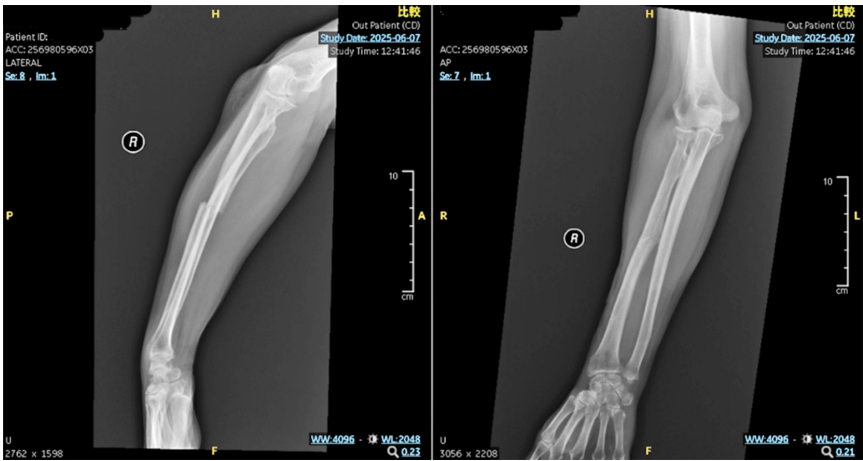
2025/06/07 right forearm A-P+Lateral View X-ray
